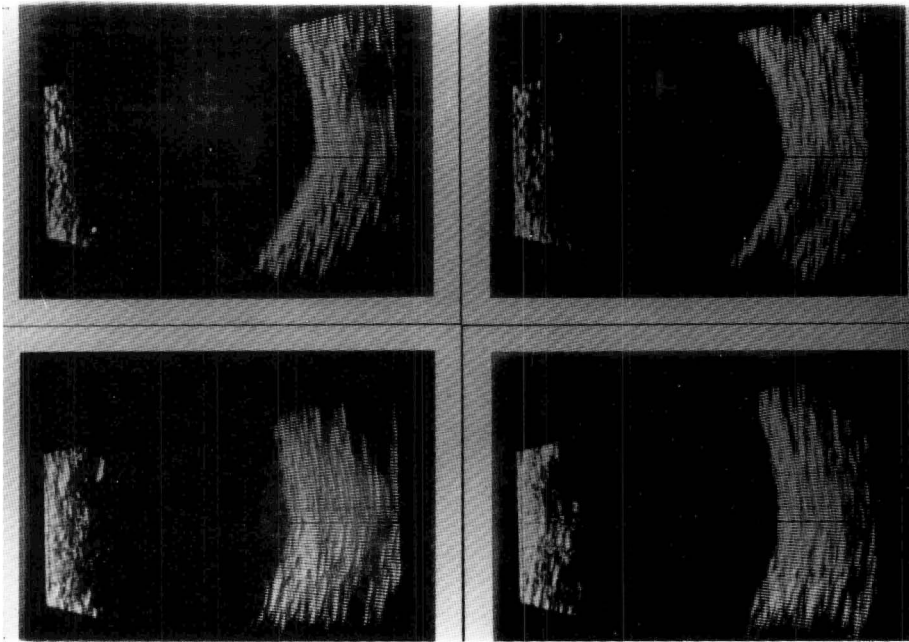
Ecografia B de dois olhos com papila oblíqua: a sonda B foi direcionada de modo similar ao da Fig. 3. Notar a expressiva diferença nas curvaturas nasais inferiores (ecogramas superiores) e nasais superiores (ecogramas inferiores).
